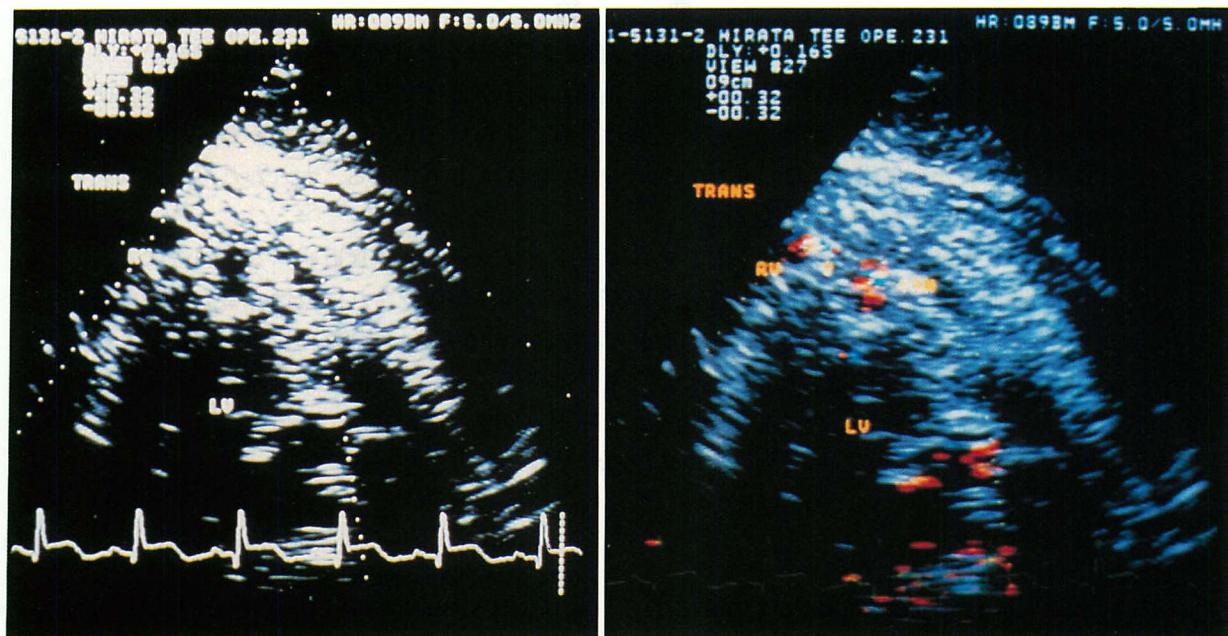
Transesophageal two-dimensional and color Doppler echocardiogram (transgastric transverse view) and color Doppler echocardiogram
